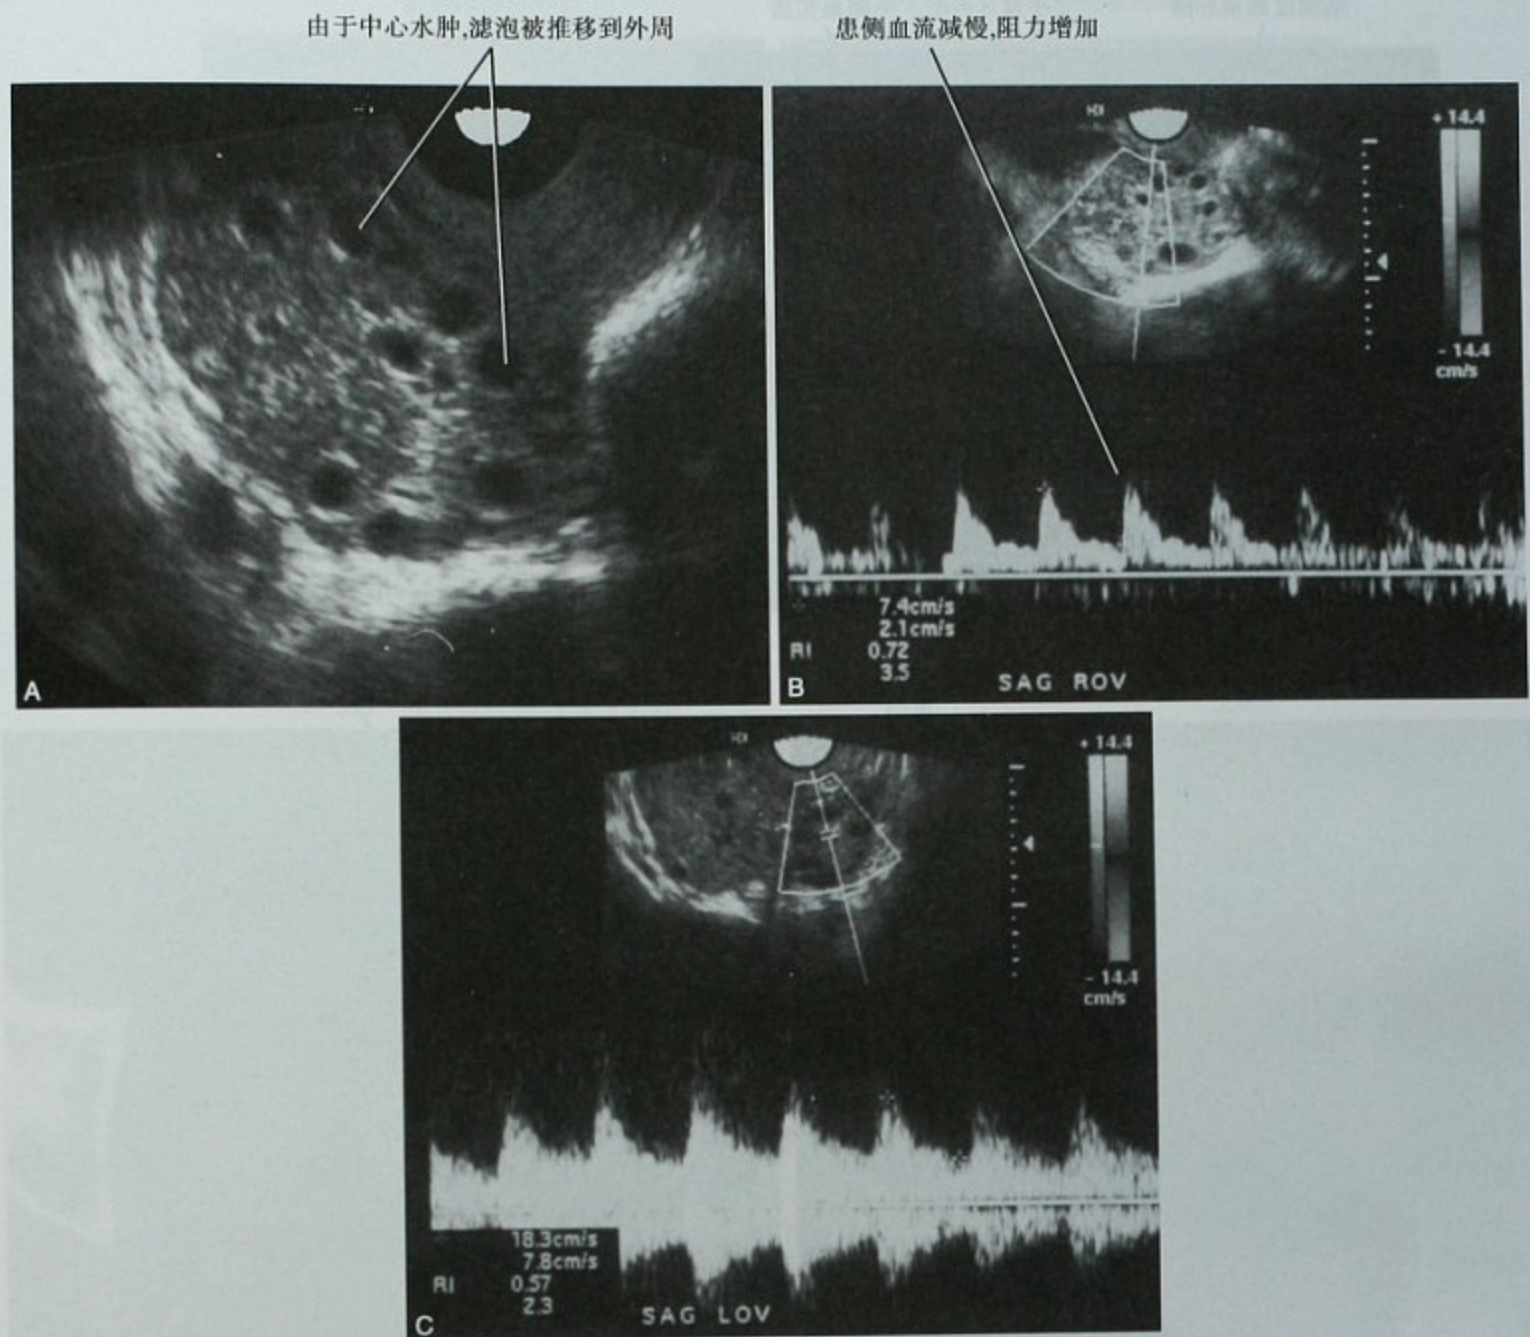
阴道超声图像,显示卵巢扭转伴血流不对称。A. 灰阶超声图像显示右侧卵巢增大(6.9cm×4.9cm),伴“珍珠串”征象;B. 频谱多普勒显示右侧卵巢血流存在,但对比左侧(C),收缩期流速峰值减低(7cm/s 对比 18cm/s)。手术证实右侧卵巢扭转
